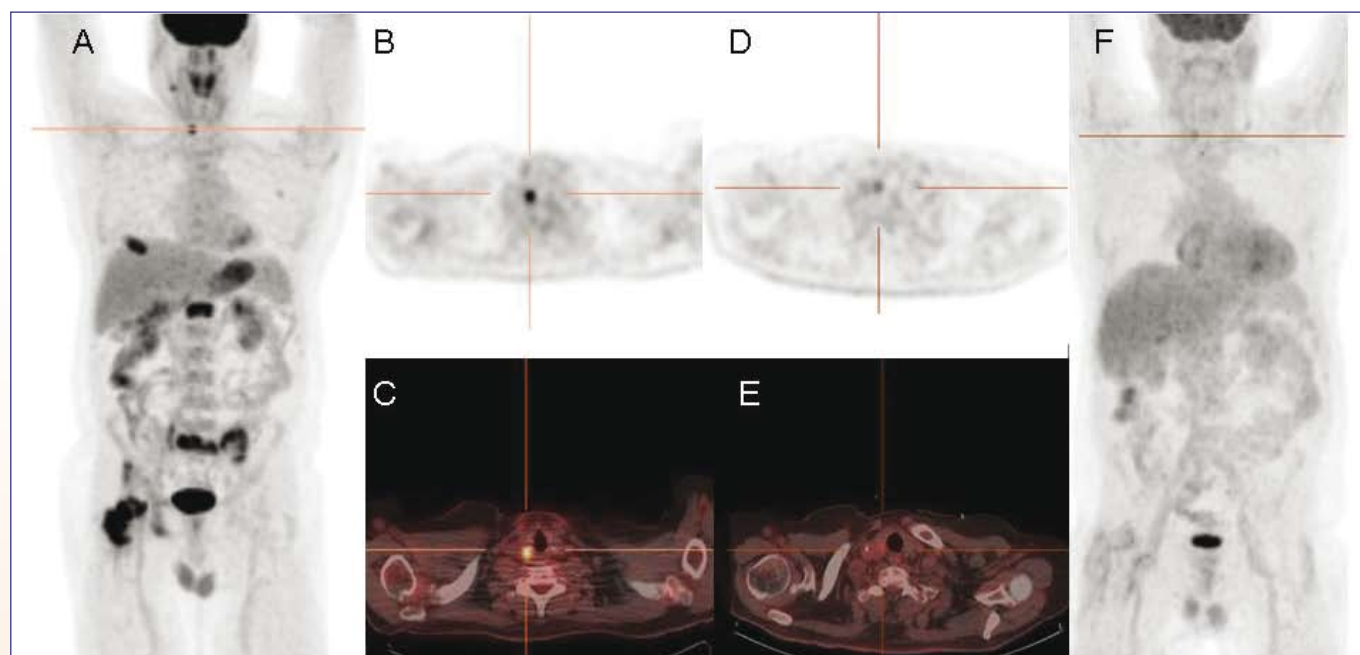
Pre-treatment (A, B, C) and post-treatment ^{18}F -FDG PET/CT scans (D, E, F) in a 67-year old man with NHL. The maximum intensity projection (MIP) image (A) shows several ^{18}F -FDG-avid bone lesions and focal thyroid uptake. The post-treatment MIP image (F) depicts normalization of skeletal uptake but persisting thyroid uptake. Correlating attenuation corrected transversal PET (B,D) and CT fusion (C, E) at the level of the thyroid gland.
